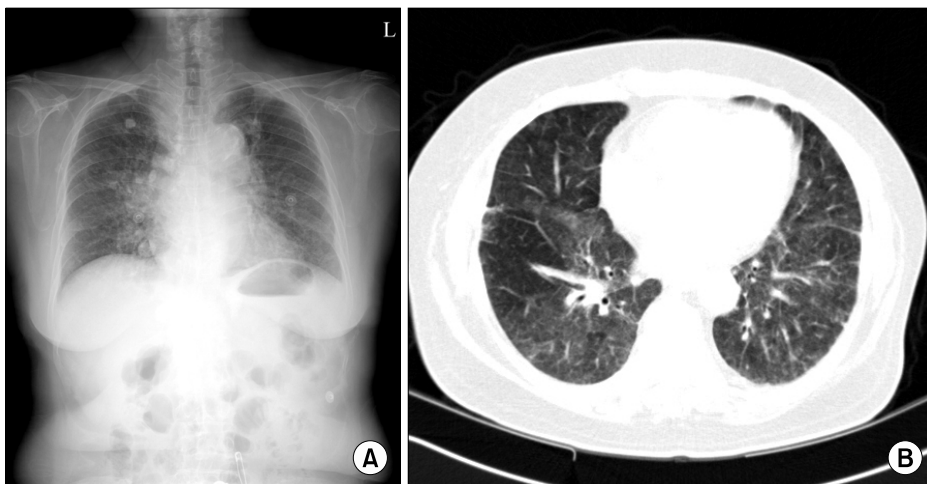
Chest X-ray (A) and CT (B) on admission showed diffuse ground-glass opacities, as well as reticular infiltrates in both lung fields.
